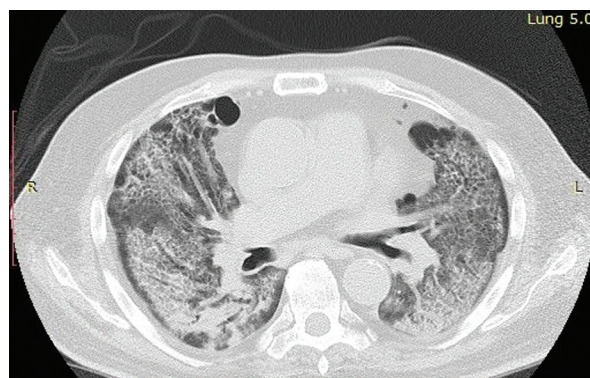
Компьютерная томограмма легких пациента Л. при выписке из ФМБЦ им. А.И. Бурназяна (125-е сутки болезни).
